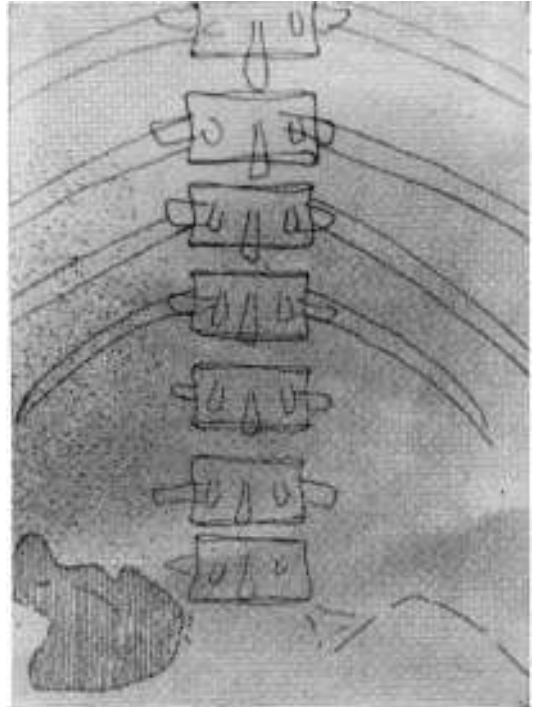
Después de la exacerbación del dolor las radiografías simples de abdomen muestran descenso del ángulo derecho del colon.
